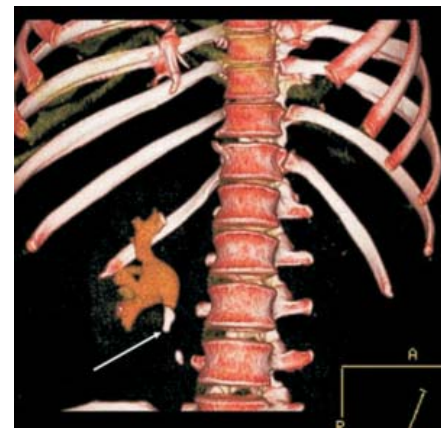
МСКТ органов брюшной полости и забрюшинного пространства пациента с почечной коликой спустя 1 час после внутривенной урографии. Определяется расширенная чашечно-лоханочная система правой почки (заполнена контрастным препаратом) вследствие обструкции лоханочно-мочеточникового сегмента крупным конкрементом.
